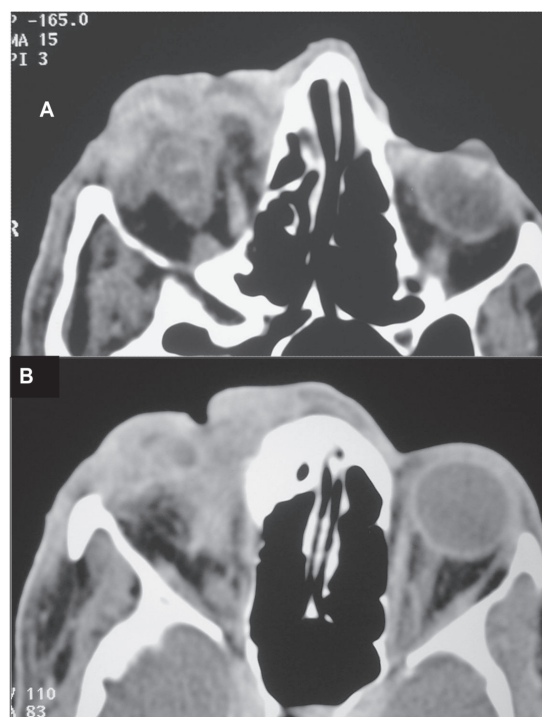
Oftalmomiíase: idoso, morador de rua, com história de enucleação antiga à direita, de causa não-referida, portador de miíase cutânea facial e apresentando dor na região orbitária direita há 6 dias. TC no plano axial pós-contraste; aumento heterogêneo e amorfo das partes moles pré e intraorbitárias pela invasão larval
